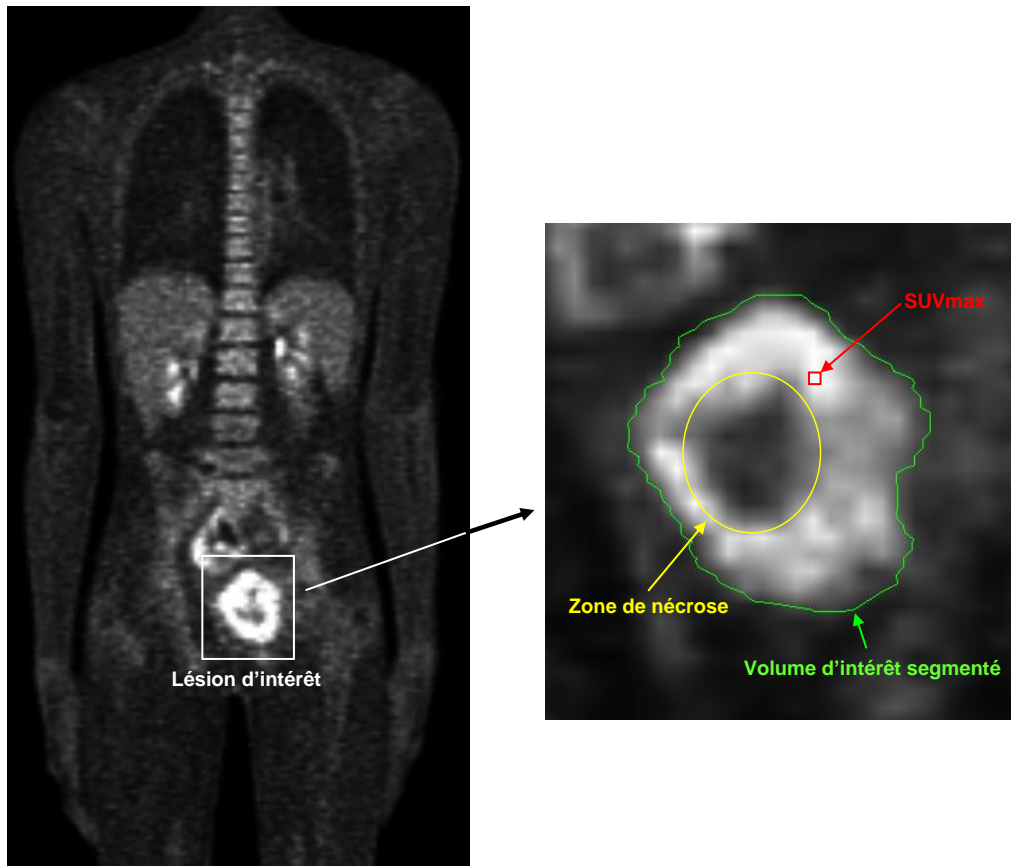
Coupe coronale de la TEP-FDG d'un patient atteint d'un sarcome d'Ewing de la branche ischio-pubienne gauche présentant une importante nécrose centrale.
